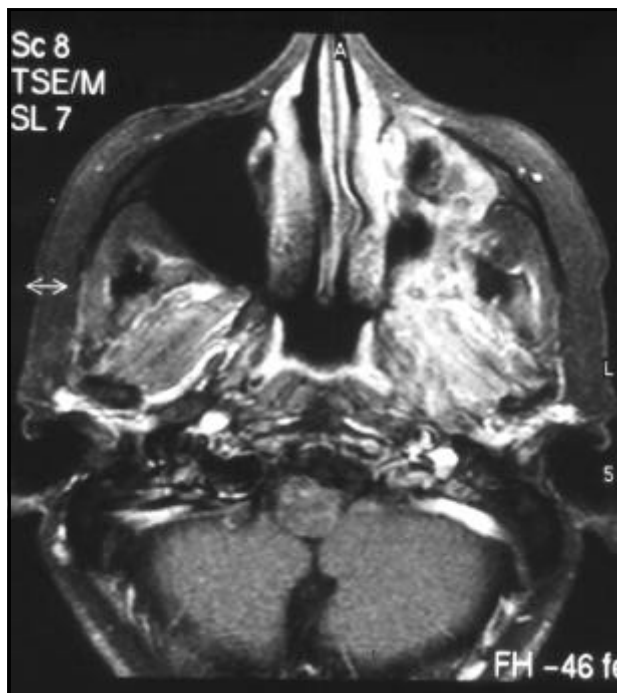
Ressonância magnética do encéfalo mostrando ressecção tumoral completa.
